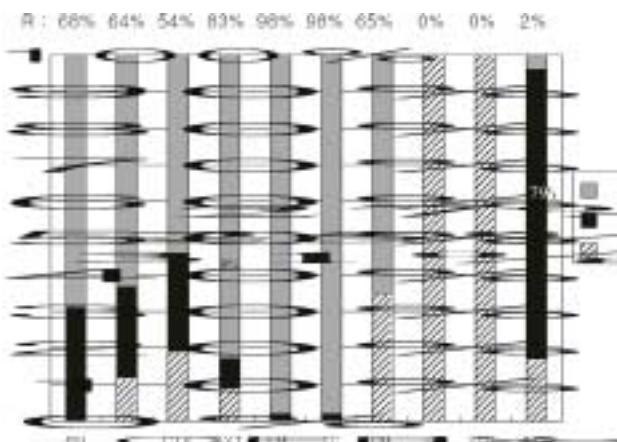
Antimicrobial susceptibility of penicillin resistant *S. pneumoniae* to 11 antibiotics (PN : penicillin, CERX : cefuroxime, CTX : cefotaxime, SXT : co-trimoxazole, EM : erythromycin, TC : tetracycline, CM : chloramphenicol, Levo : levofloxacin, VAN : vancomycin, IMP : imipenem).
